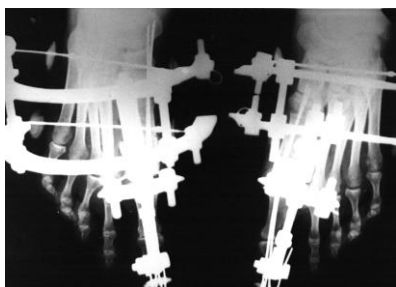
Рентгенограмма больной Н. в процессе лечения
